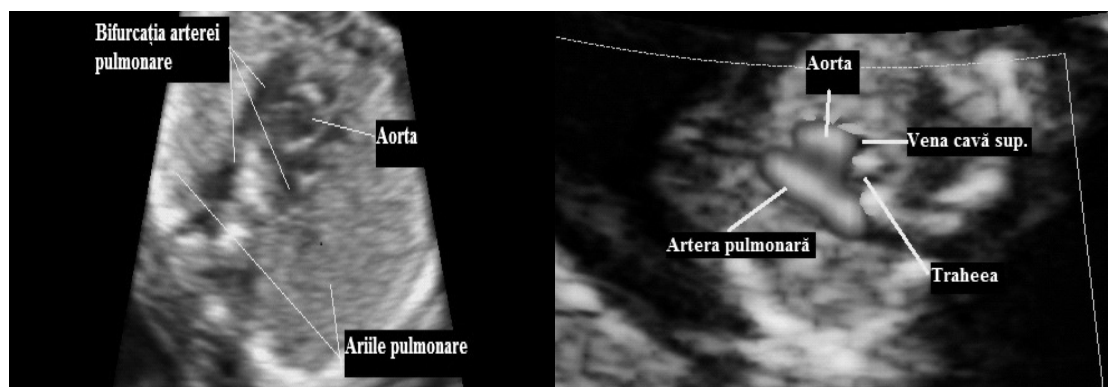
Secțiune axială prin toracele fetal. Emergența și bifurcația arterei pulmonare din ventriculul drept. Calibrul egal al ambelor vase (stânga). Plan axial prin toracele fetal în eco-Doppler cu codaj de culori. Secțiunea trei vase și traheea la nivelul aortei ascendente și a arterei pulmonare la nivelul canalului arterial. Calibrul egal al ambelor vase (dreapta)
